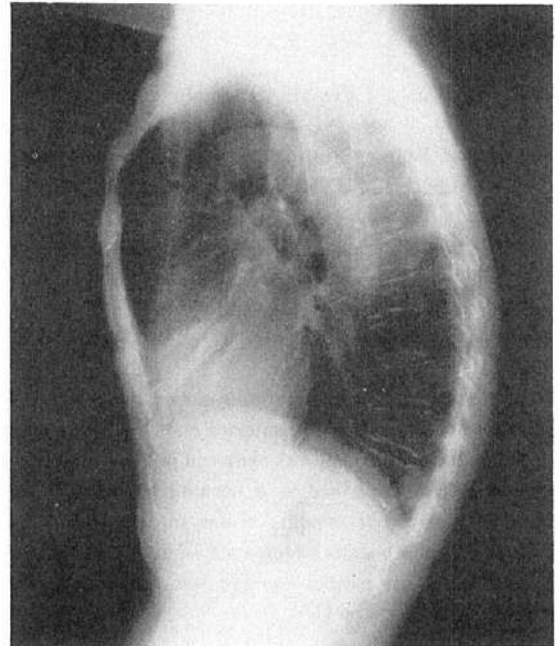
CASE 1 CHEST ROENTGENOGRAMS
